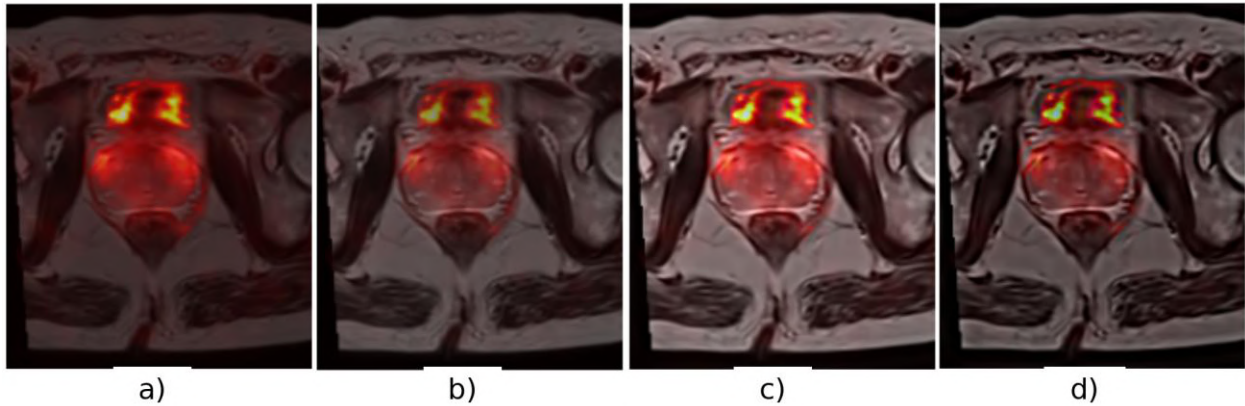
Visual comparison of fused MRI/PSMA-PET images obtained using: (a) PCA; (b) Laplacian Pyramid; (c) Wavelet Transform; (d) Curvelet Transform.
